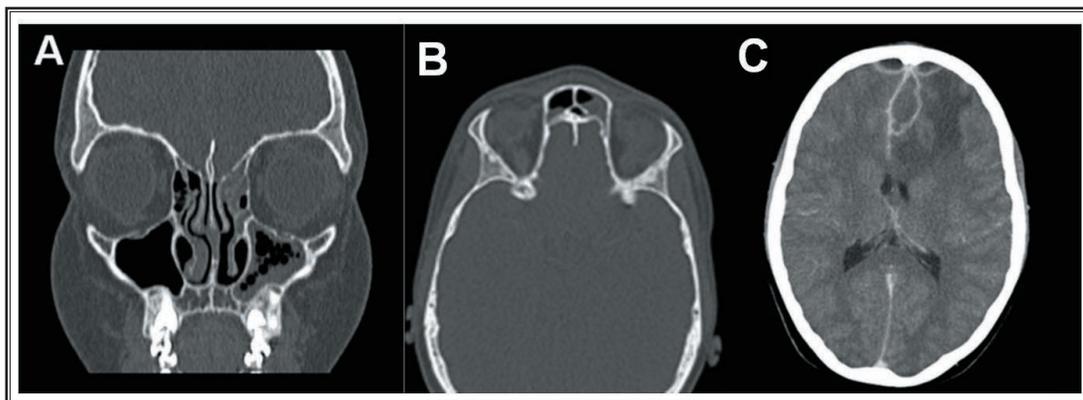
(A) TC de senos paranasales con engrosamiento mucoso en las celdillas etmoidales y el seno maxilar izquierdos, y, además, niveles hidroaéreos; (B) engrosamiento mucoso de los senos frontales; (C) lesión con efecto de masa, desviación de la línea media, edema y colección líquida bihemisférica frontal que capta el medio "en anillo".
